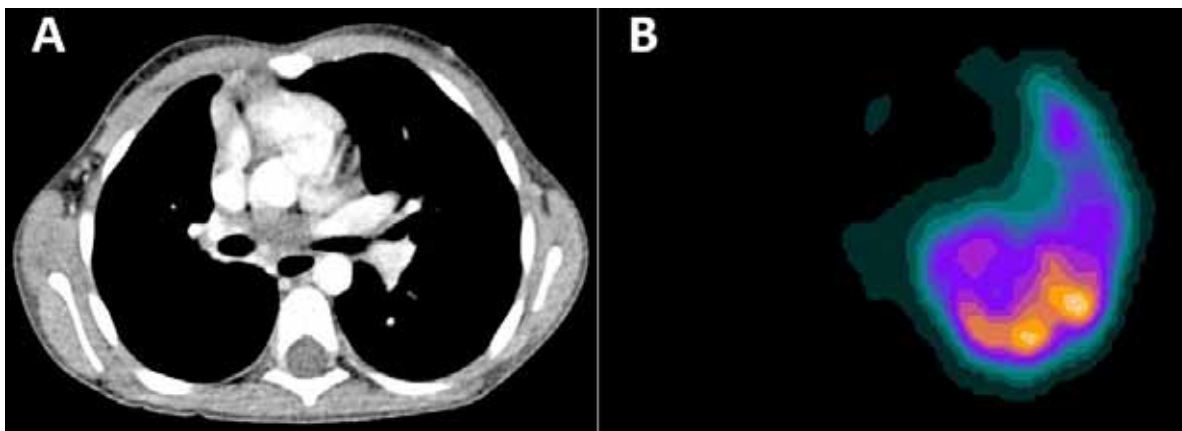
A) TC de tórax (corte transaxial): ausencia de la arteria pulmonar principal derecha. B) SPECT de perfusión pulmonar con ^{99m}Tc -MAA: ausencia total de perfusión del pulmón derecho.
